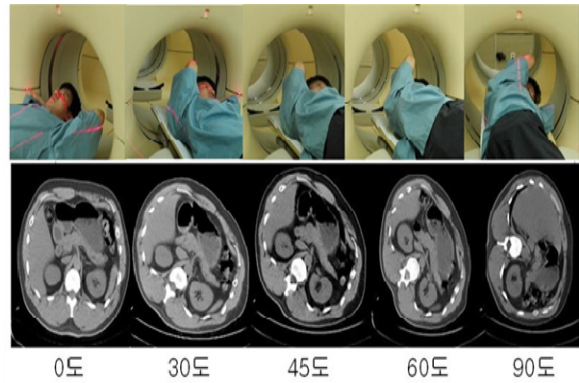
the usefulness analysis of CT images of angle variation ( 0°, 30°, 45°, 60°, 90° ) of patients scan position.
